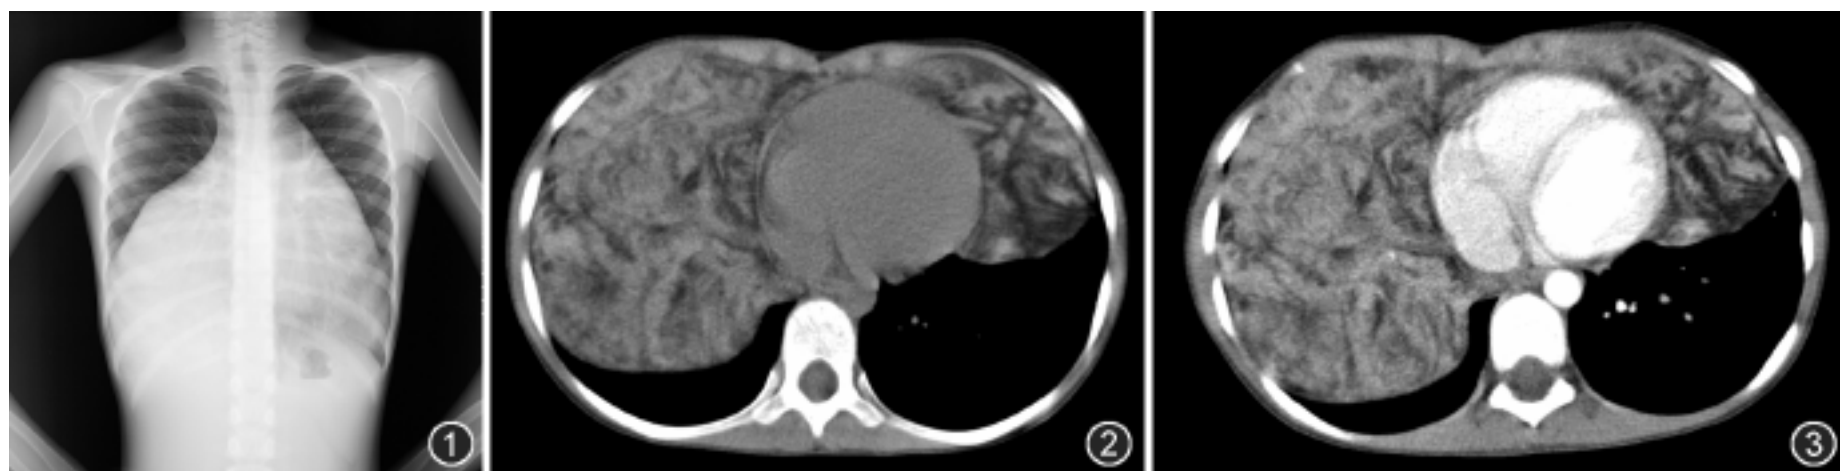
胸部正位 X 线片, 显示心影增大 图 2, 3 CT 平扫(图 2)与强化(图 3)显示, 心脏周围巨大脂肪类密度影, 考虑胸腺脂肪瘤
